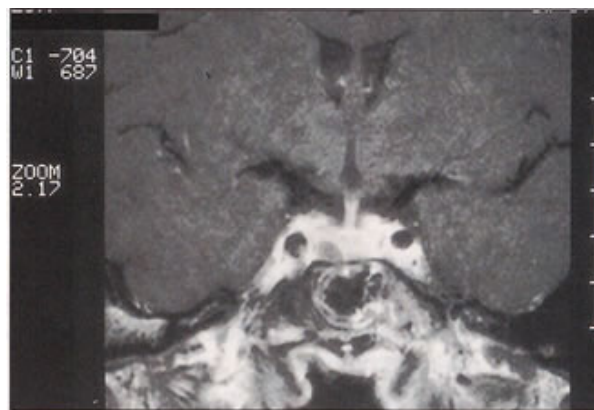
IRM : microadénome de l'aileron droit. Hyposignal en T1.
